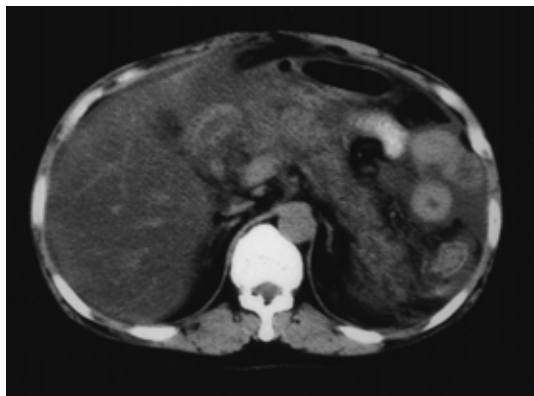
重症急性膵炎のCT像：炎症の波及が膵周囲を越えている
